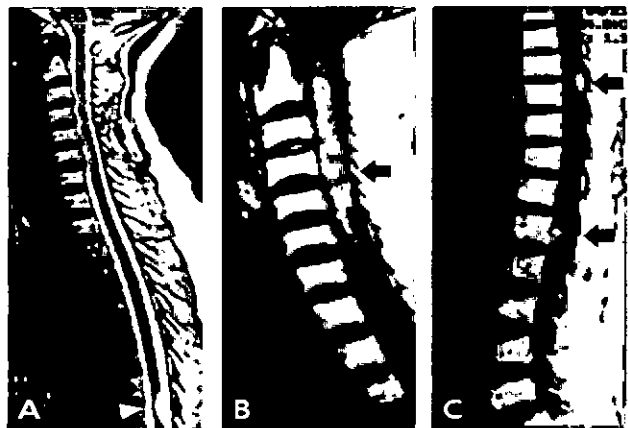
Spinal magnetic resonance(MR) images at the initial presentation and one year after craniospinal irradiation. Initial T2-weighted sagittal(A) MR image demonstrates a metastatic lesion in T8-T9 level(White arrowhead). Gadolinium-enhanced T1-weighted sagittal MR images(B, C) demonstrate multiple small metastatic lesions in C4 level, T8-T9 level and L1 level(Black arrows).
